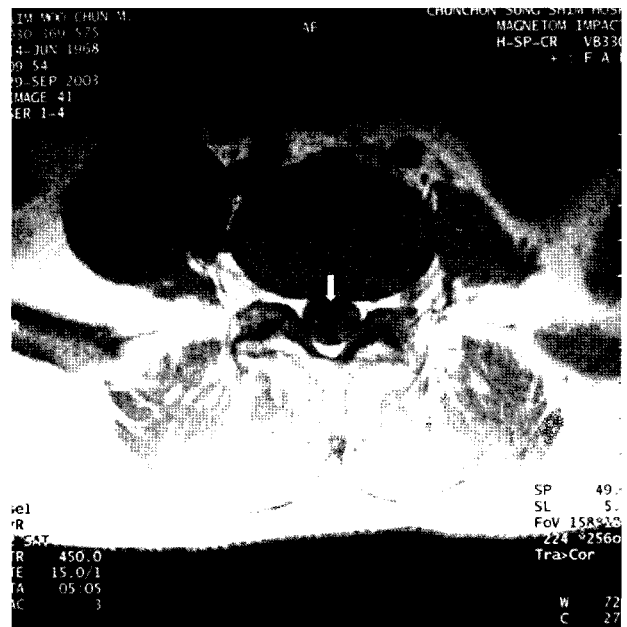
Contrast-enhanced axial T1 weighted MR image at the L3 level demonstrates enhancement of spinal roots.
